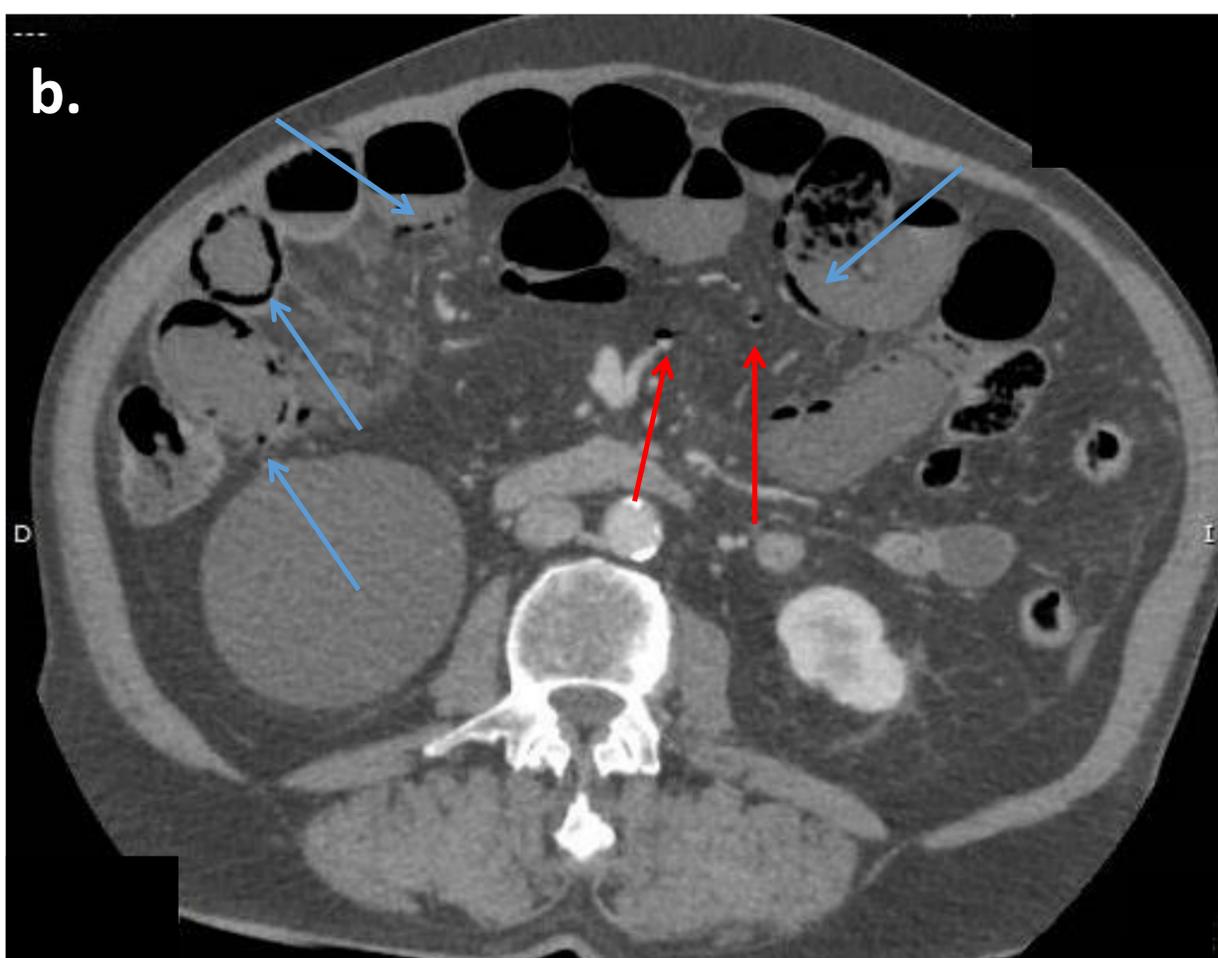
TC con CIV, cortes axiales. Colitis isquémica con signos de complicación.
